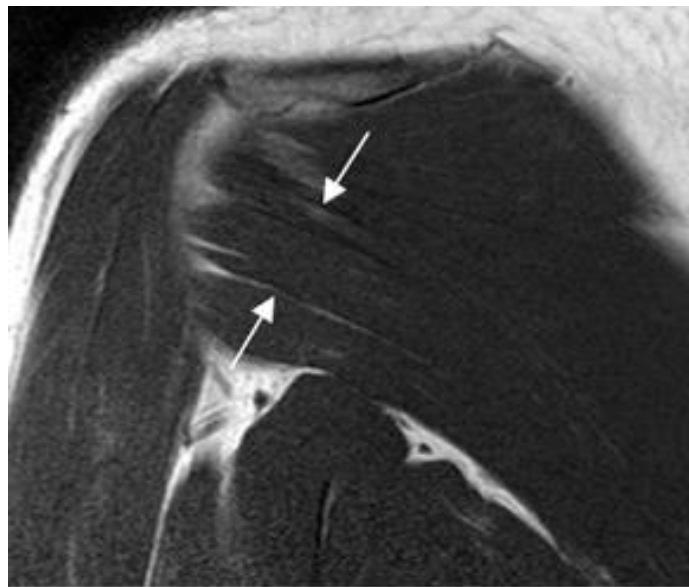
Tendón del redondo menor normal. RM coronal en T1. Inserción en la tuberosidad mayor.
